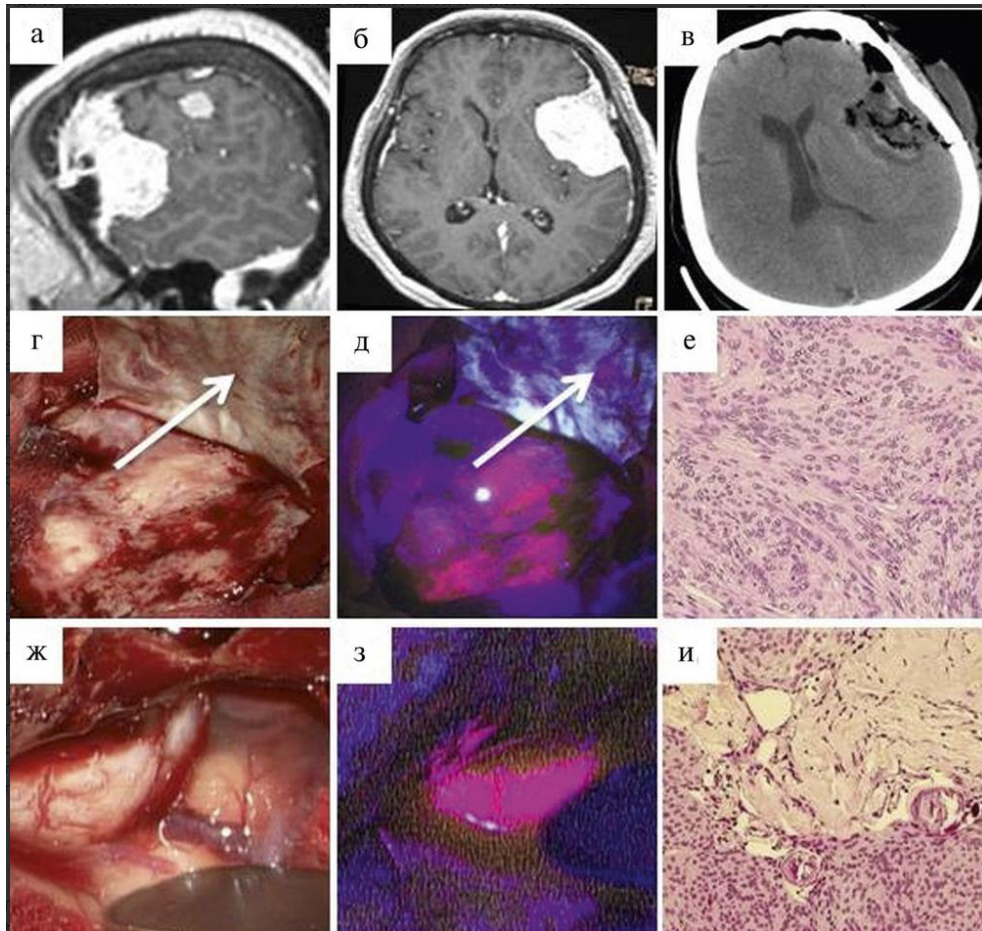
клиническое наблюдение 19. Крупная менингиома лобно-височной локализации с вовлечением наружных отделов крыла основной кости и небольшим узлом в заднелобной области слева. а, б — предоперационная магнитно-резонансная томограмма в сагиттальной и аксиальной плоскостях с контрастированием, в Т1 режиме; в — послеоперационная компьютерная томограмма; аксиальный срез, г, ж — интраоперационная картина в белом свете; д, з — интраоперационная картина в режиме флуоресценции: определяется свечение крупного опухолевого узла и мелких фрагментов опухоли в ТМО над опухолью (указано белой стрелкой на рис. д) и яркая флуоресценция сателлитного опухолевого узла (з); е — вид патоморфологического препарата опухоли (большого узла менингиомы); и — вид патоморфологического препарата ТМО над опухолью, демонстрирующий инвазию клеток опухоли в ТМО.
